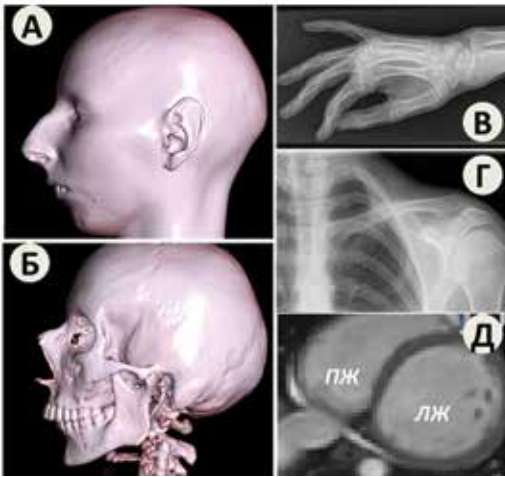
(А, Б, В, Г, Д). Результаты КТ сканирования скелета и МРТ исследования сердца. А, Б — КТ черепа с 3-D реконструкцией; В, Г — рентгенологическое исследование кисти и ключицы и МРТ исследование сердца (Д).
